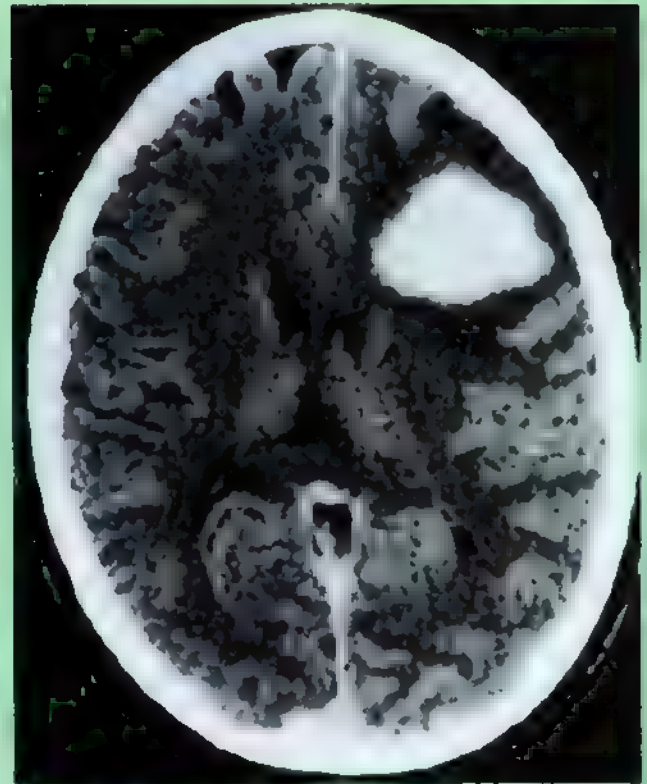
Hemorragia traumática del lóbulo frontal. Esta imagen sin contraste de TC muestra una densidad (hemorragia) en el lóbulo frontal izquierdo, una zona circundante transparente (edema) y un efecto de masa (borramiento de los surcos y ventrículos). (Cortesía de los Dres. S.K. Hilal y J.A. Bello.)
